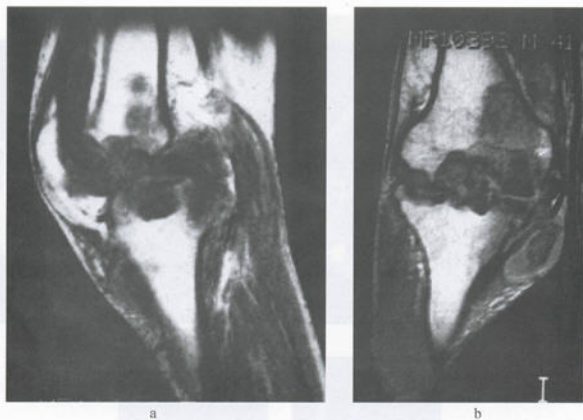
色素沉着性绒毛结节性滑膜炎 MRI
